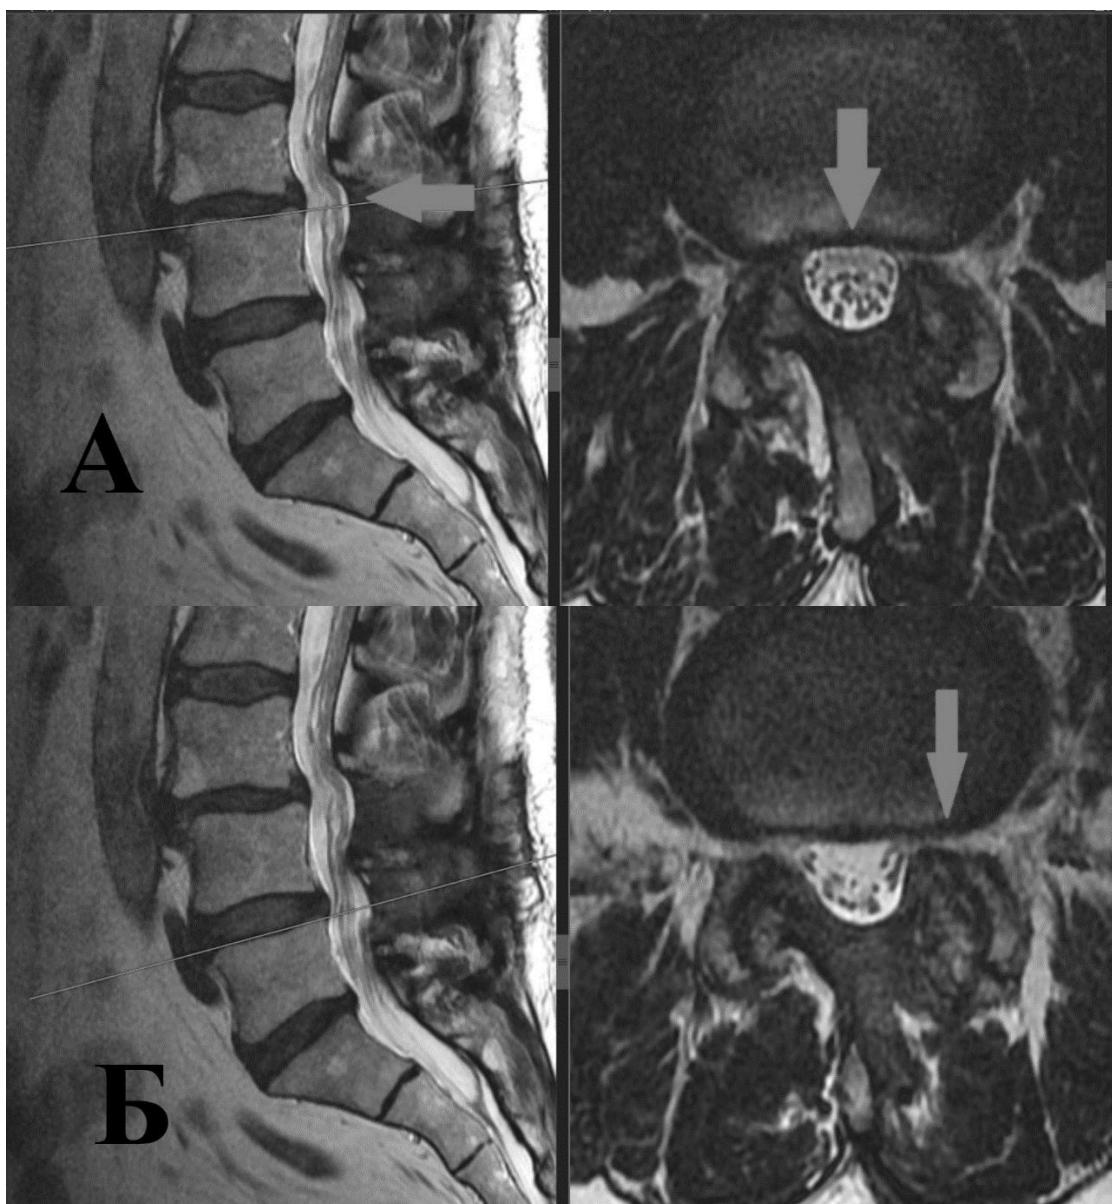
МРТ пациента М-ева (И/б 418-2018) после оперативного лечения, сагittalный и аксиальный срезы: А – полная декомпрессия центрального канала на уровнях L3-L4 (указано стрелками); Б – полная декомпрессия латерального канала слева на уровне L4-L5 (указано стрелкой)
